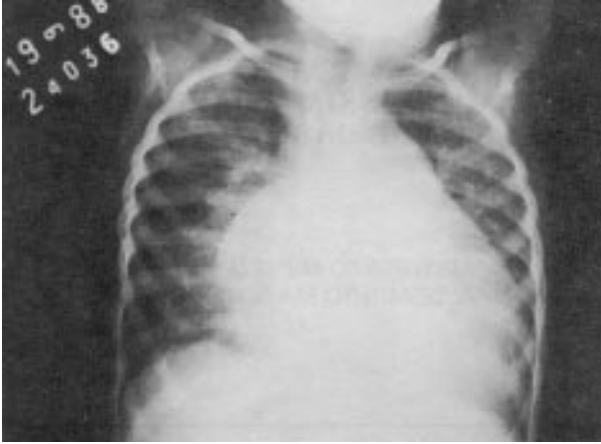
Radiografia do tórax mostrando importante cardiomegalia.
